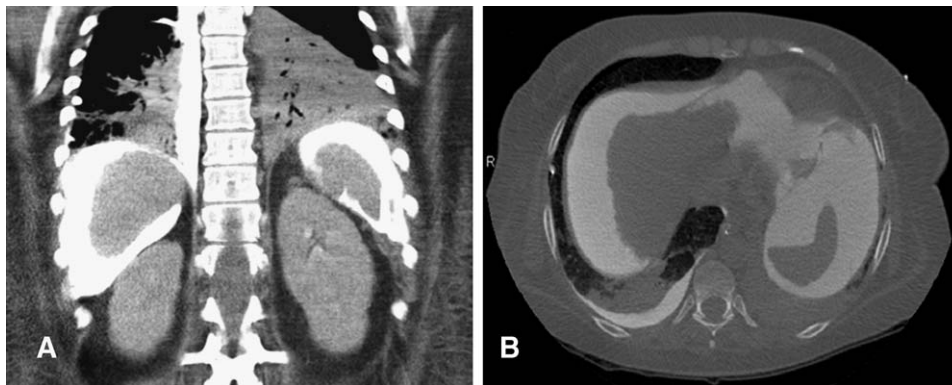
TC toracoabdominal después de la inyección de contraste radiológico en cavidad peritoneal. Se muestra el paso de contraste desde el espacio peritoneal a espacio pleural derecho. (A) corte coronal. (B) corte axial.
